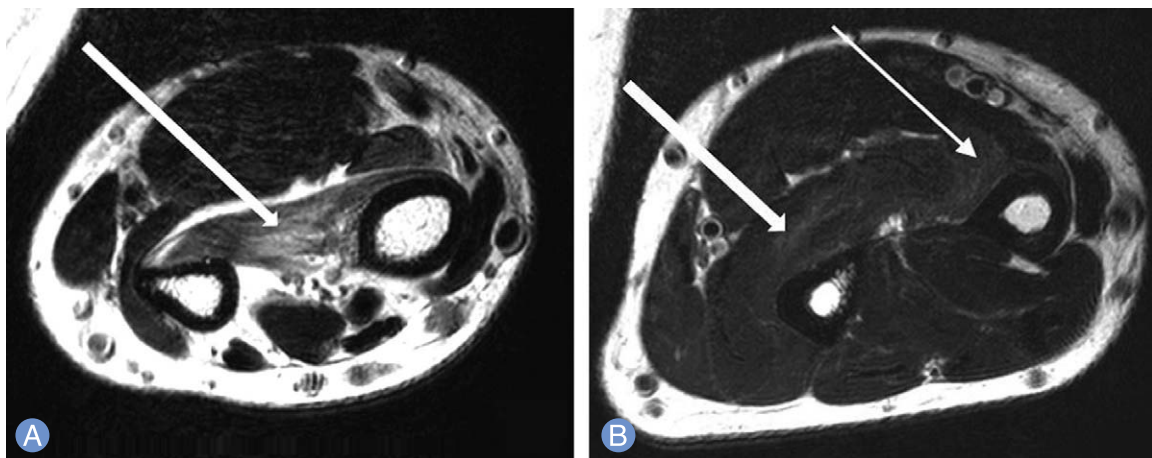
Preoperative magnetic resonance imaging of the left forearm. T2-weighted image coronal view shows (A) increased signal intensity, atrophy and edematous change of the pronator quadratus (arrow), (B) increased signal intensity, mild atrophy and edematous change of the flexor digitorum profundus (thick arrow) and flexor pollicis longus (thin arrow).
